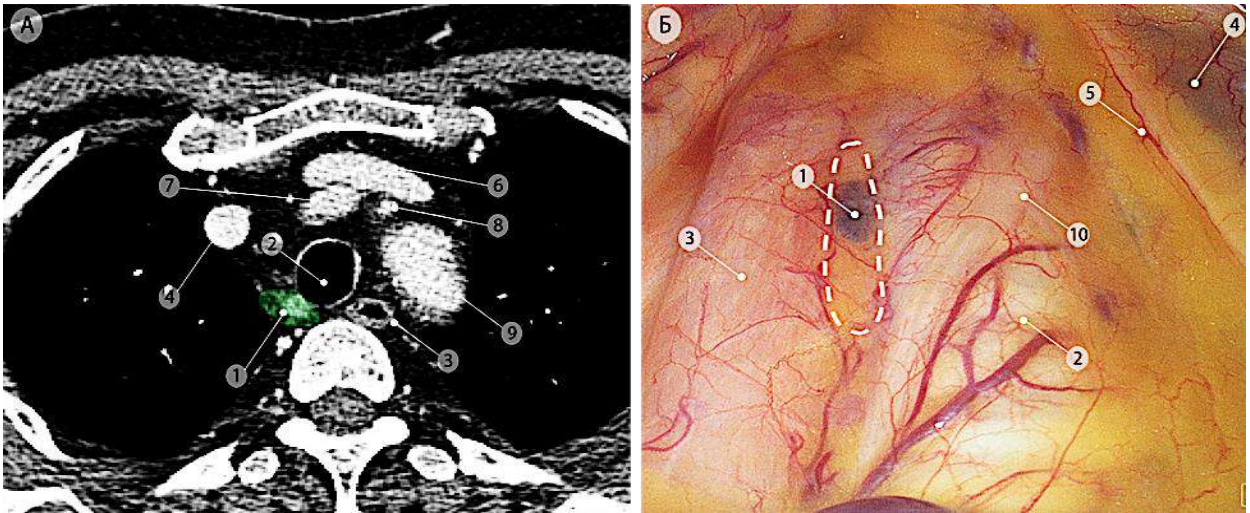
Ретротрахеальные лимфатические узлы (группа 3р). а – компьютерная томограмма (аксиальная проекция) – группа 3р отмечена зелёным цветом; б – интраоперационная эндоскопическая фотография, вид из правой плевральной полости на трахеопищеводную борозду. 1 – ретротрахеальный лимфатический узел (группа 3р); 2 – грудной отдел трахеи; 3 – верхнегрудной отдел пищевода; 4 – правая плечеголовная вена; 5 – правый диафрагмальный нерв; 6 – левая плечеголовная вена; 7 – плечеголовный артериальный ствол; 8 – левая общая сонная артерия; 9 – дуга аорты; 10 – правый блуждающий нерв
